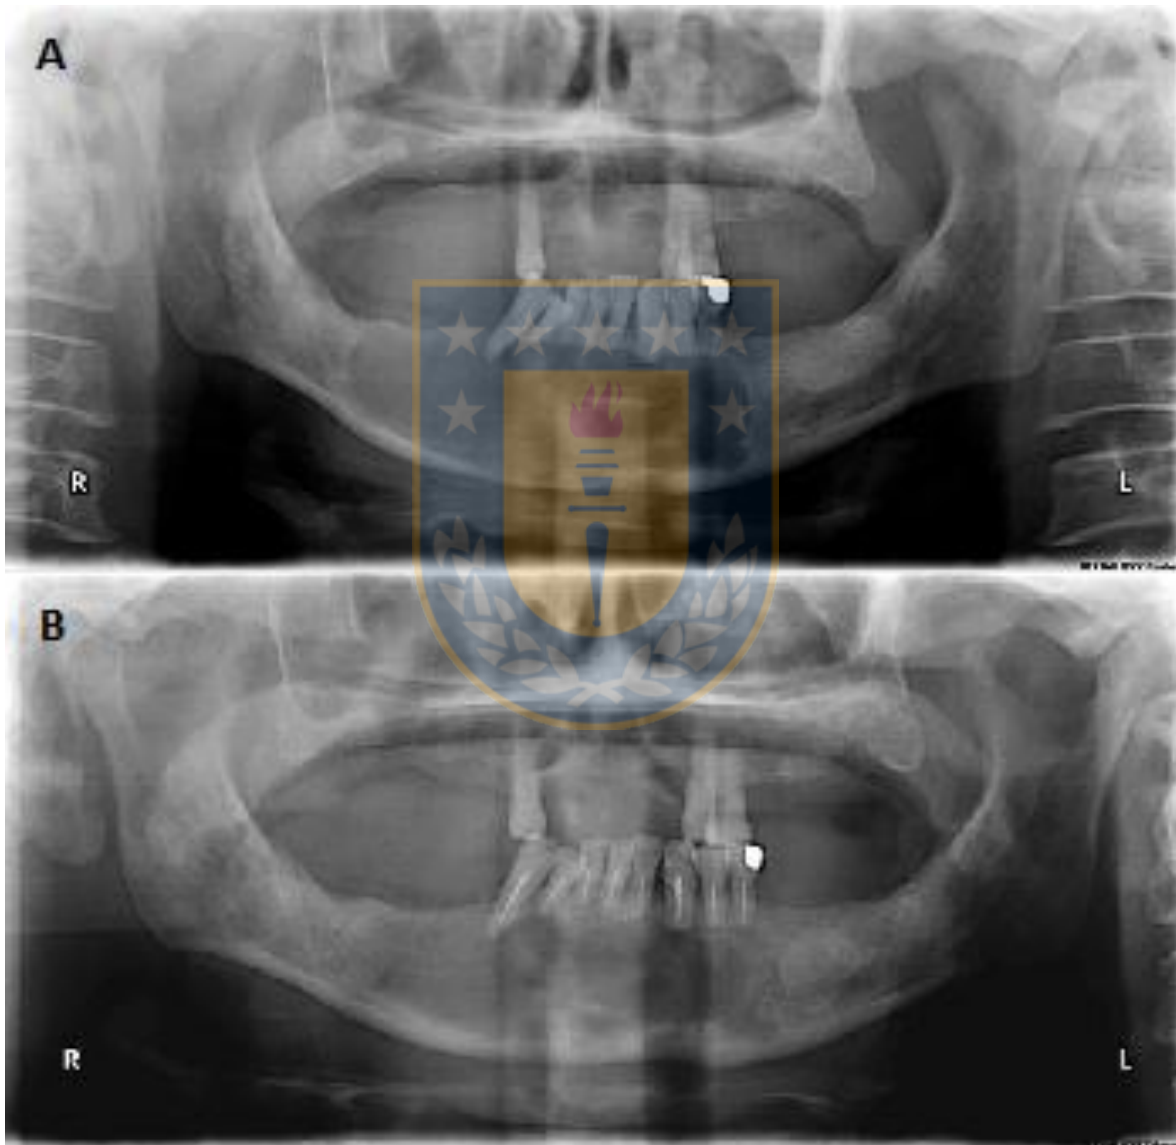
(A) Ortopantomografía muestra lesión osteolítica unilocular en cuerpo mandibular. (B) Lesión después de cinco meses de terapia de descompresión quística.
